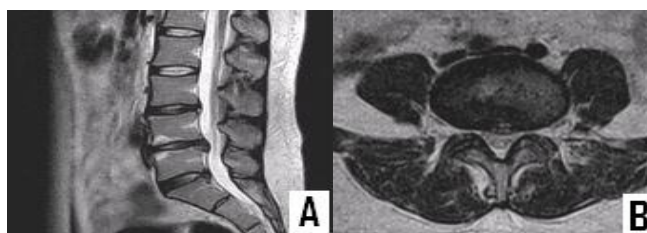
Sagittal(A) and axial(B) T₂ weighted MRI obtained 6 months after the patient's presentation showing regression of disc extrusion at the L₄₋₅ but disc degeneration in L₃₋₄, L₄₋₅ and L_{5-S1}.
